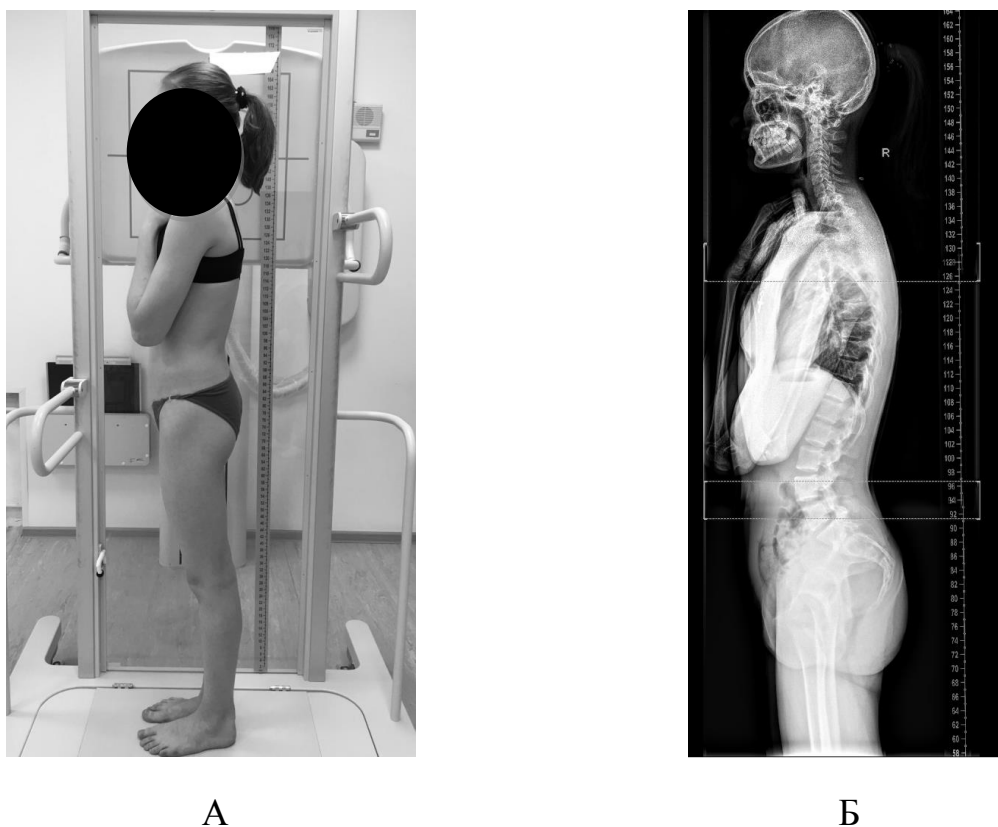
Внешний вид пациента во время выполнения боковой панорамной рентгенографии скелета (А); боковая панорамная рентгенограмма скелета (Б)
